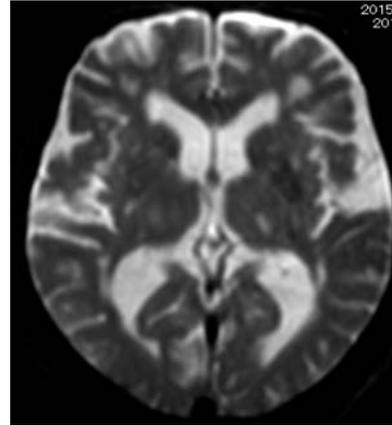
Head MRI (T2WI) demonstrated mild ventricular enlargement.
